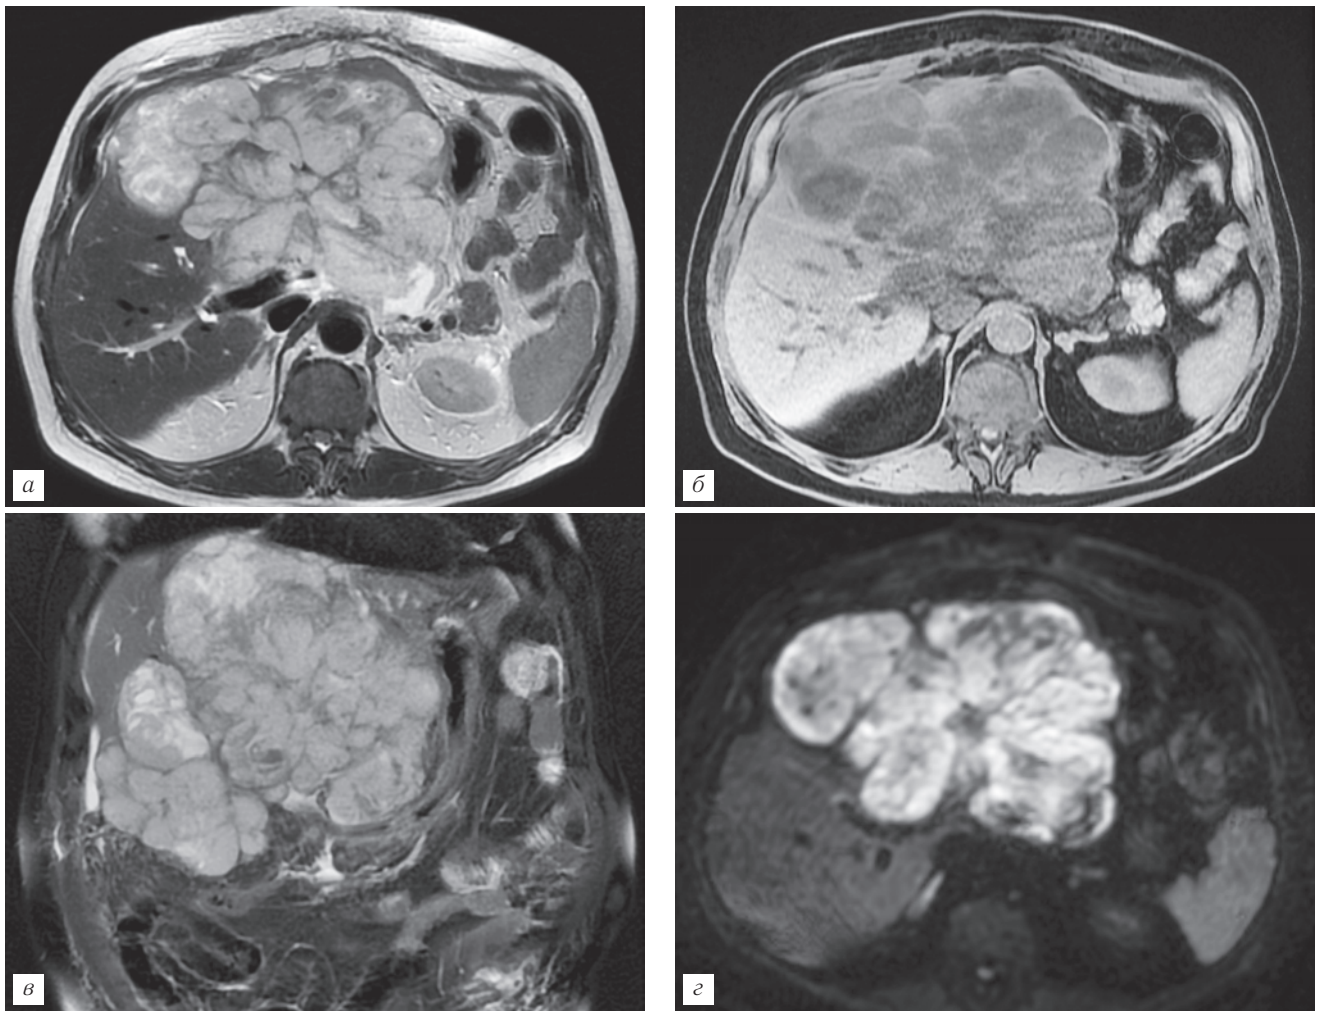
Магнитно-резонансная томография, выполненная в T2-ВИ, аксиальный (а) и фронтальный (б) срезы. Многоузловое образование левой доли печени с участками жидкостного сигнала на T2-ВИ (зоны распада).
